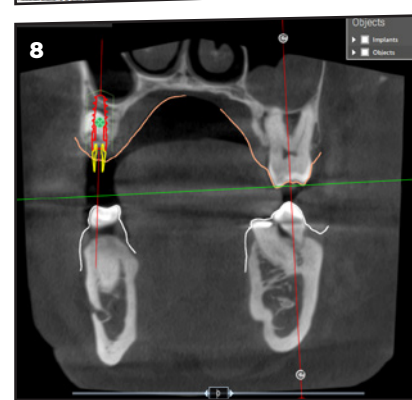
Abbiamo quindi eseguito un processo di fusione delle mesh ottenute dai file CBCT e quelle proprie dello scanner. In questo modo possiamo verificare sia il tessuto osseo che il tessuto molle, per fare una previsione sul tipo di pilastro da utilizzare sia in altezza che in diametro.
